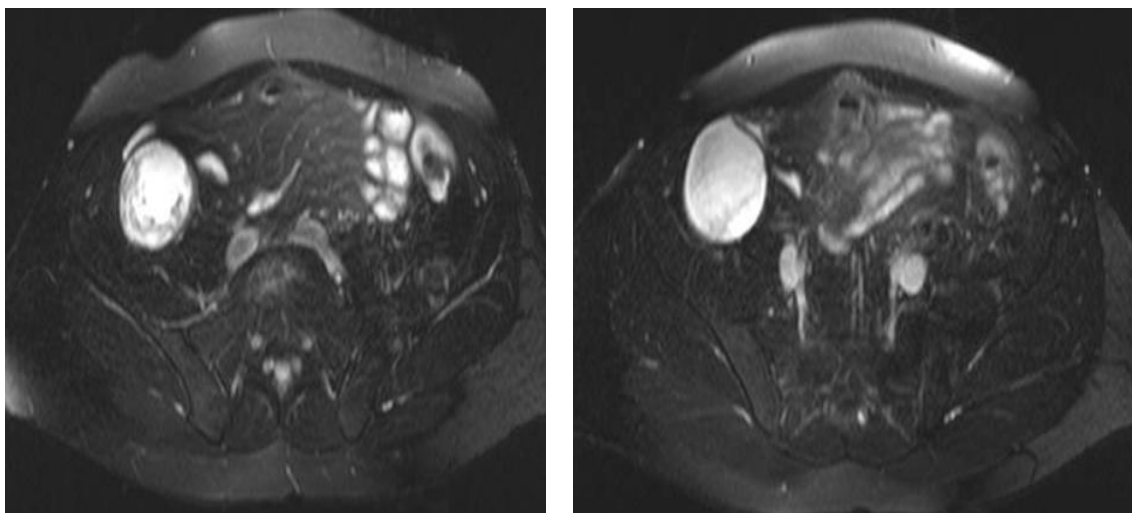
Appendix-Karzinom im MRT: überwiegend flüssigkeitsisointense Raumforderung im rechten Unterbauch in Nachbarschaft des Ileocöcalpols (T2-w HASTE-Sequenz).
